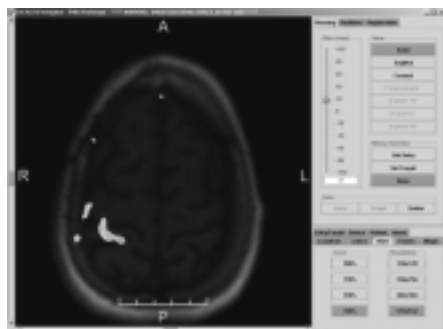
Fusion eines funktionellen MRT und eines intraoperativen T1w MRT
